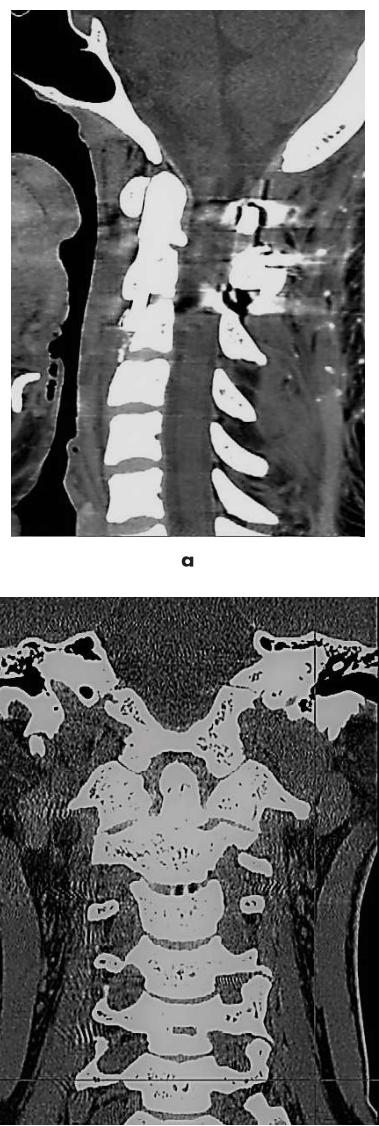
КТ шейного отдела позвоночника через 3 мес после оперативного лечения
